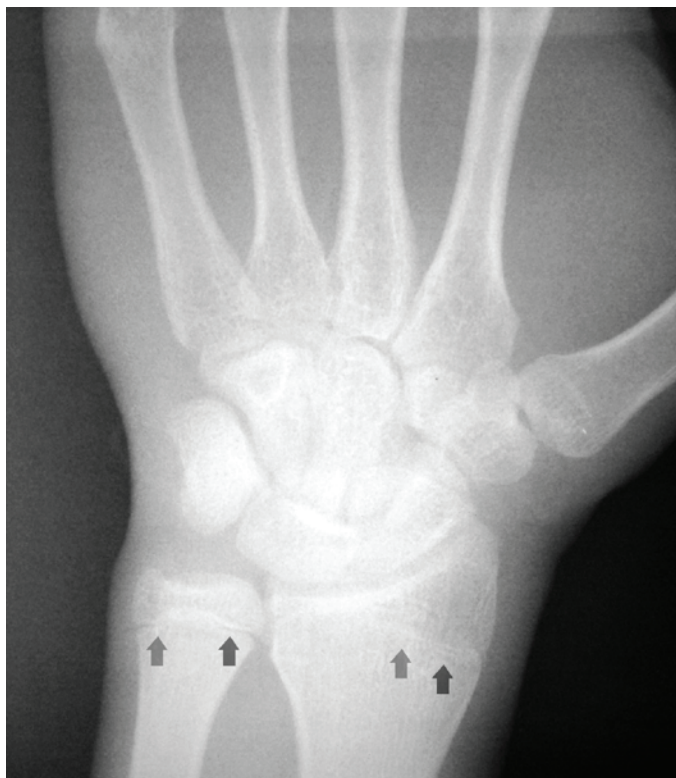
Radiografia carpal evidenciando a fusão incompleta de rádio e ulna (setas).
